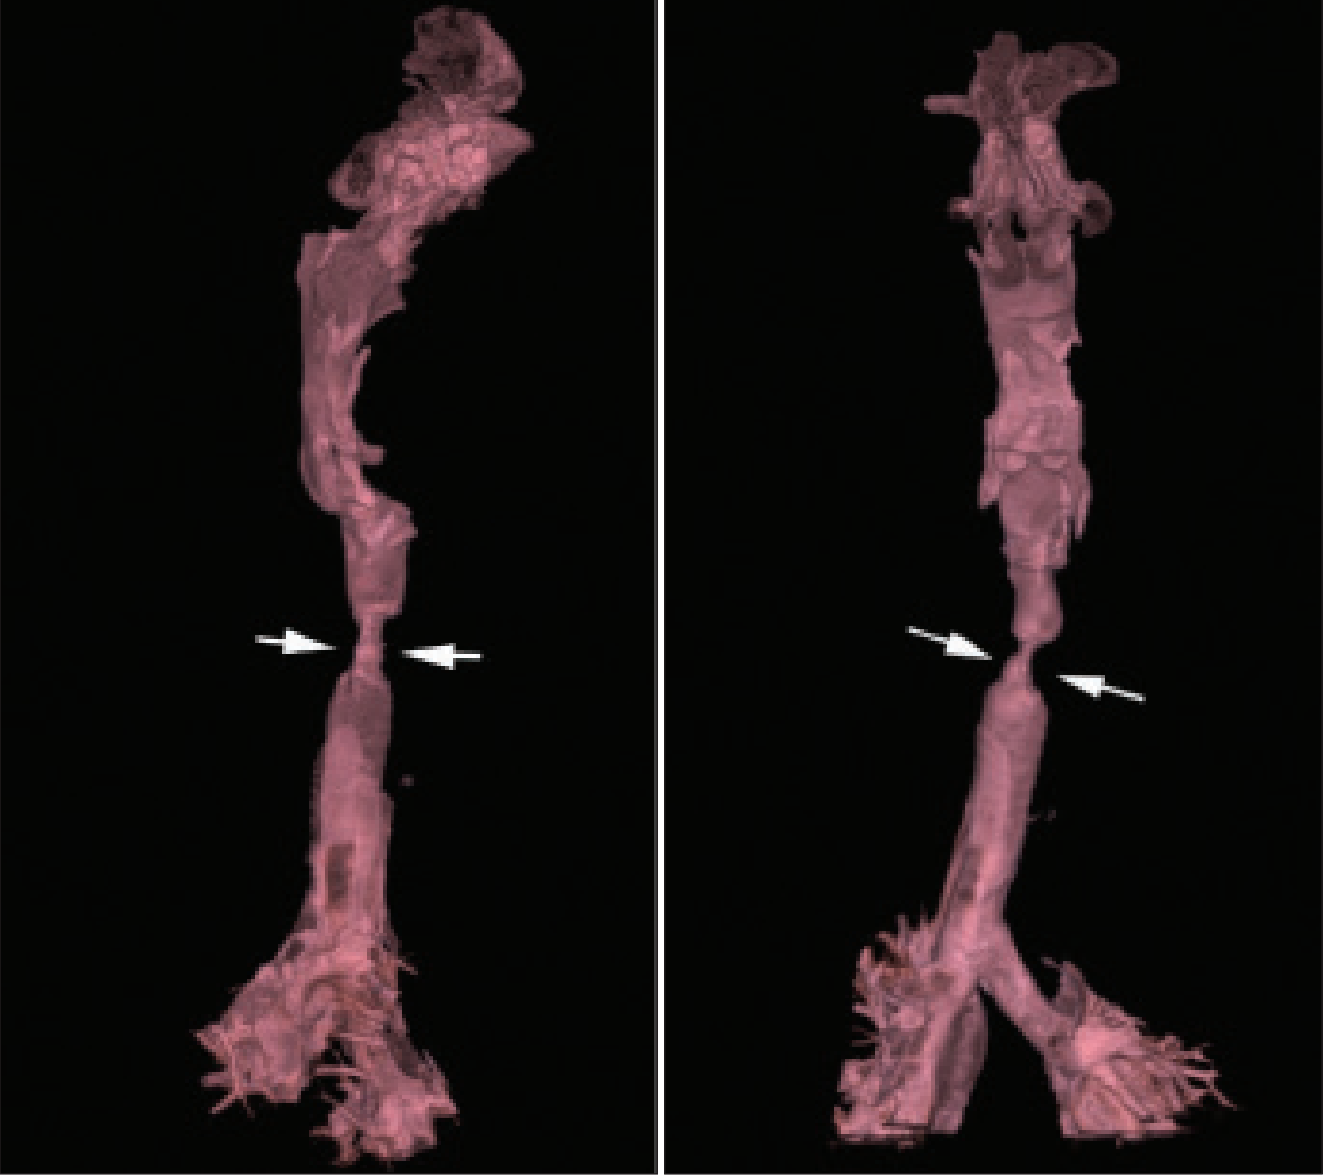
Kontrastsız BT’de koronal ve sagittal reformat (MPR) görüntülerde trakeadaki kısa segment darlık izleniyor.
